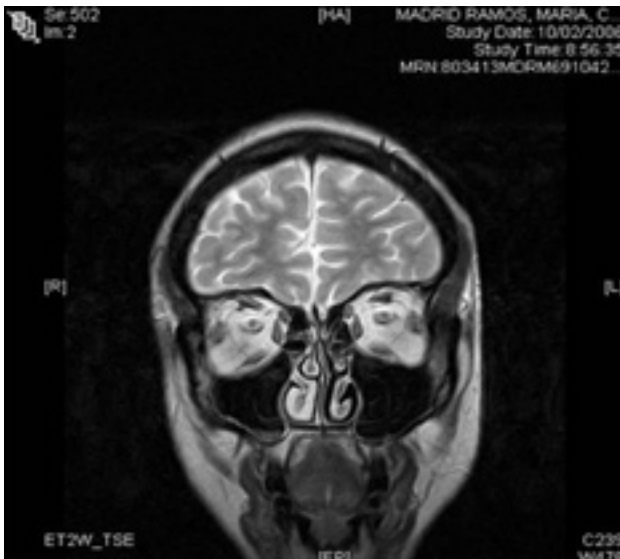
Imágenes de RMN que no presentan secuelas anatómicas apreciables.
